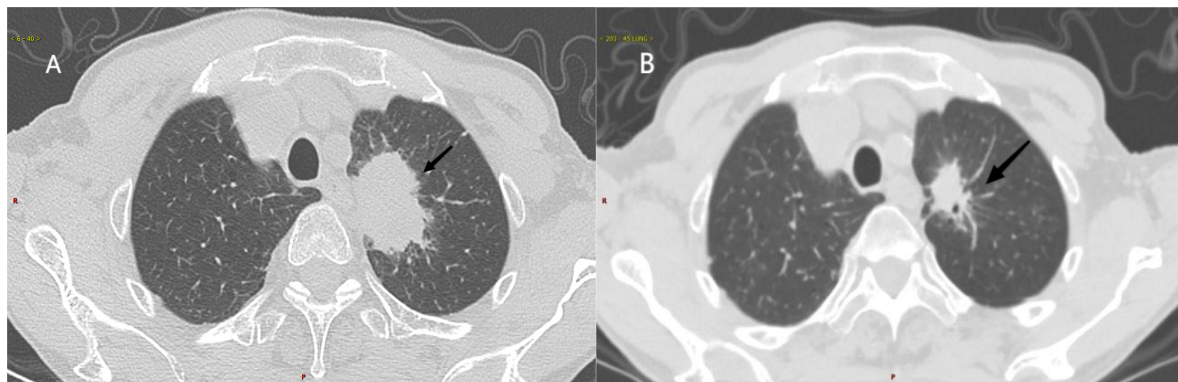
患者出现 ICIs 相关性肺炎前后两次的肺部 CT 对比; A.患者 2021 年 10 月 27 日肺部 CT 影像, 左肺上叶尖后段可见截面约 3.8\*3.2cm 的肿块影(原发病灶), 密度不均匀, 边缘见毛刺, 尖后段支气管局部截断; B.患 2021 年者 12 月 22 日肺部 CT 影像, 左肺上叶尖后段肿块影, 截面约 2.3\*1.7cm, 较前缩小, 密度不均匀, 内空泡影, 尖后段支气管局部截断。
